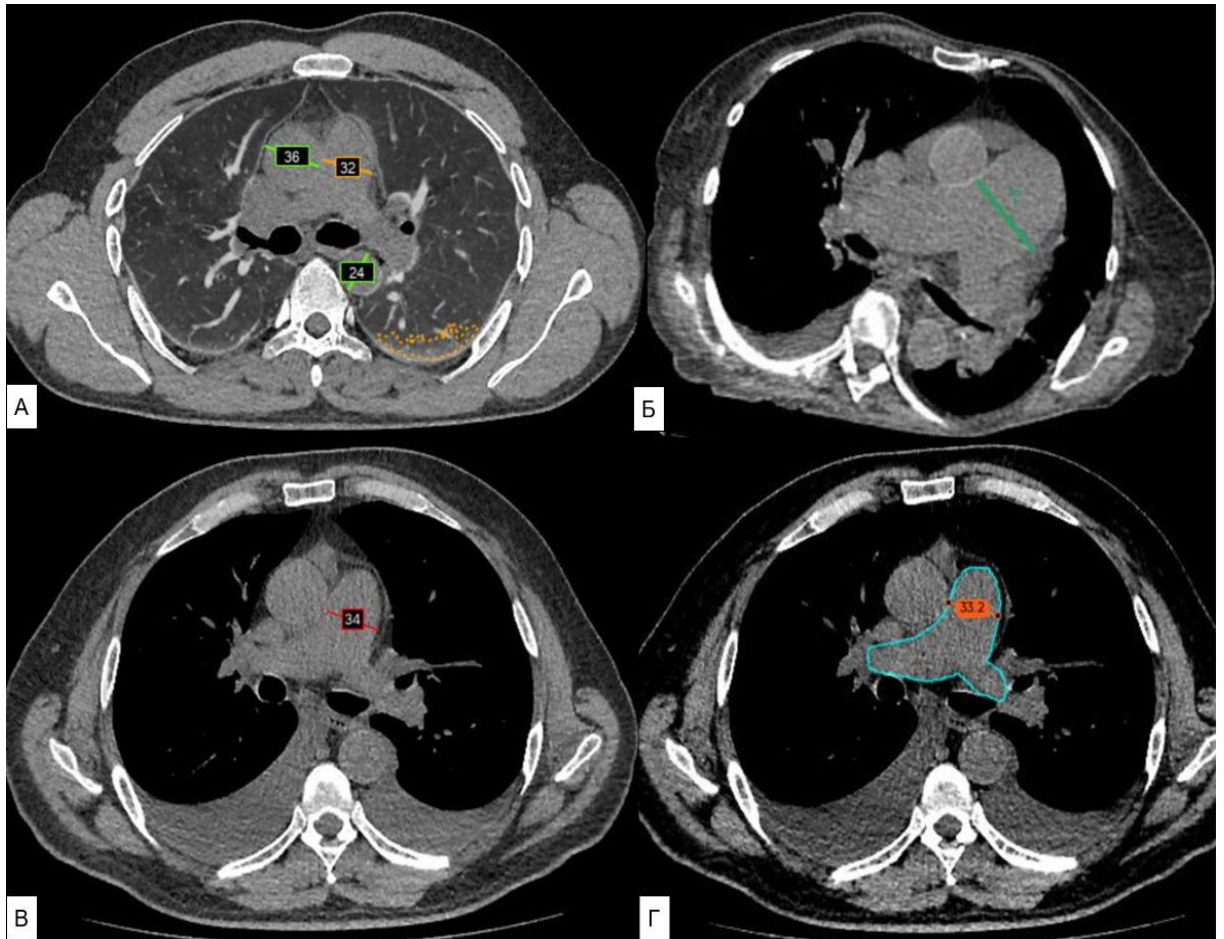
Пример работы отечественных ИИ-сервисов, представленных в таблице 2.3, на КТ ОГК. ИИ корректно выделил и обозначил расширение легочного ствола: А — оранжевая линия, Б — зеленая линия, В — красная линия, Г — ярко-оранжевая линия с дополнительным бирюзовым контуром, который выделяет легочный ствол и правую и левую легочные артерии. Кроме того, модуль «А» также имеет дополнительные функции для маркировки инфильтративных изменений легких (оранжевый контур) и диаметра грудной аорты (зеленая линия)
